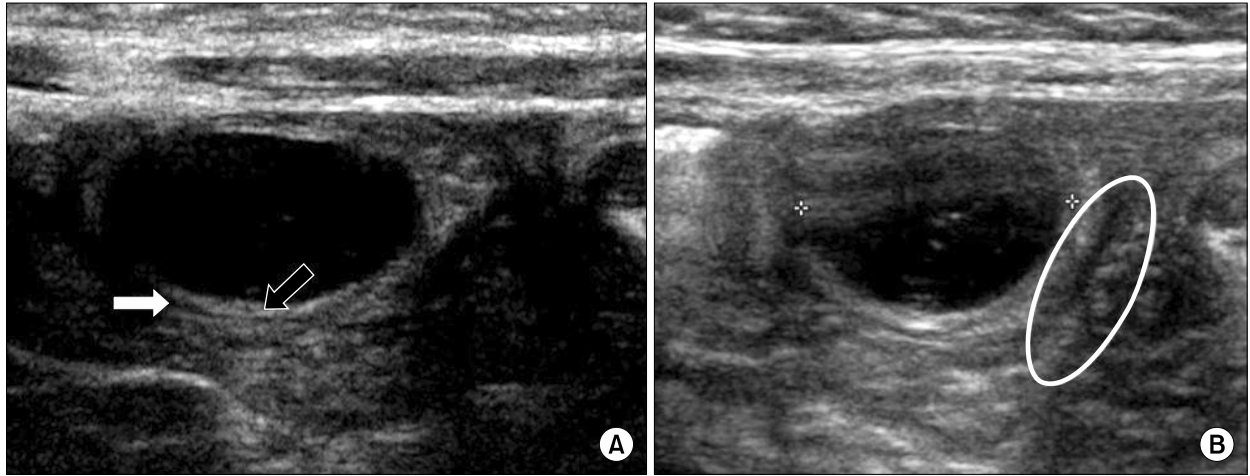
(A) Ultrasound shows a cystic mass with a double-layered wall consisting of an echogenic inner layer (black arrow) and a hypoechoic outer layer (white arrow). (B) A Y-configuration is shown at the junction of the cyst and adjacent small bowel (oval line).
